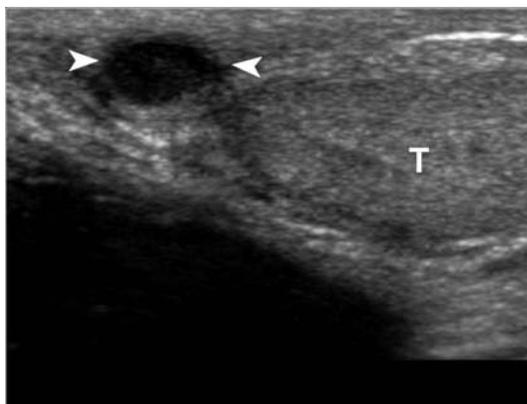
Torsione di appendice testicolare in età pediatrica. Il testicolo (T) ha volume e struttura normali. Il flusso intraparenchimale era normale al color-Doppler. In prossimità della testa dell'epididimo è visibile un nodulo di aspetto ipoecogeno (punte di freccia)
